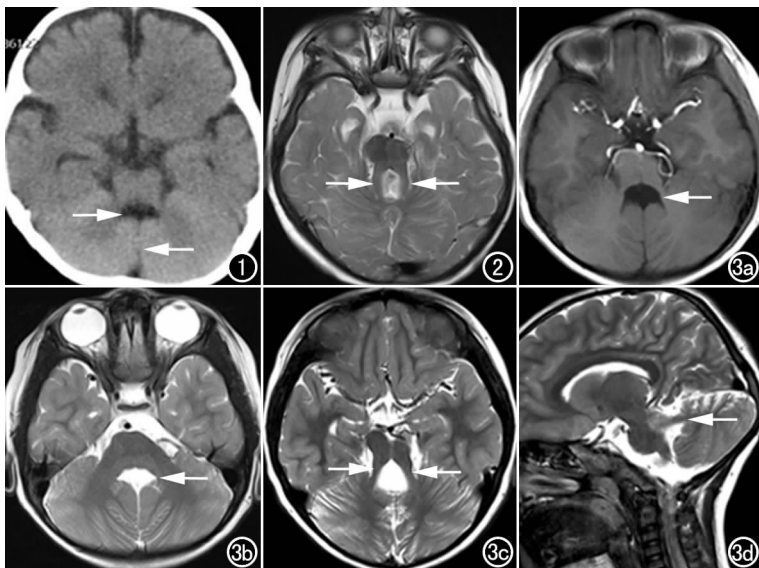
男, 10 个月。CT 平扫示小脑蚓部缺如, 两侧小脑半球间“中线裂征”(箭), 呈线状脑脊液样液体密度影; 脑桥和中脑连接部增宽、变形, 第四脑室呈“蝙蝠翼征”。图 2 女, 2 岁。横轴面 T₂WI 示小脑蚓部部分缺如, 小脑上脚平行增厚、延长、上抬, 脚间池深大, 与中脑形成“磨牙征”(箭)。图 3 女, 4 岁。a) 横轴面 T₁WI 示第四脑室呈“蝙蝠翼征”(箭); b) 横轴面 T₂WI 示第四脑室呈“三角形征”(箭); c) 横轴面 T₂WI 示小脑上脚增粗、延长, 与中脑形成“磨牙征”(箭); d) 矢状面 T₂WI 示小脑上脚增粗, 与脑干近于垂直(箭), 直实上移。
